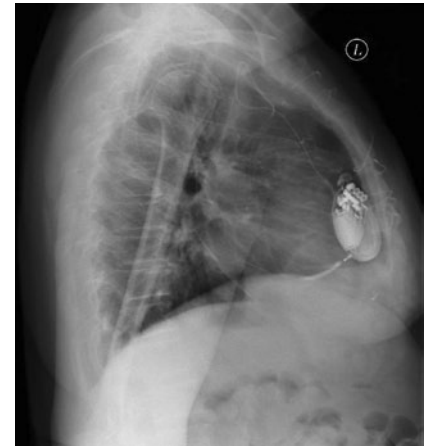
▲ Thoraxröntgenaufnahme (seitlicher Strahlengang) bei einem Patienten nach Implantation eines Defibrillators vom Typ Autogen-Mini (Fa. Boston Scientific, USA)
